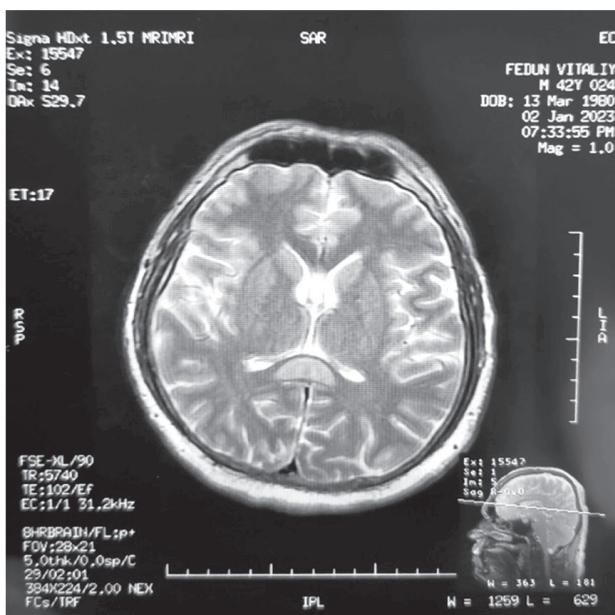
МРТ голови пацієнта з хворобою Мархіафави-Бігнамі
